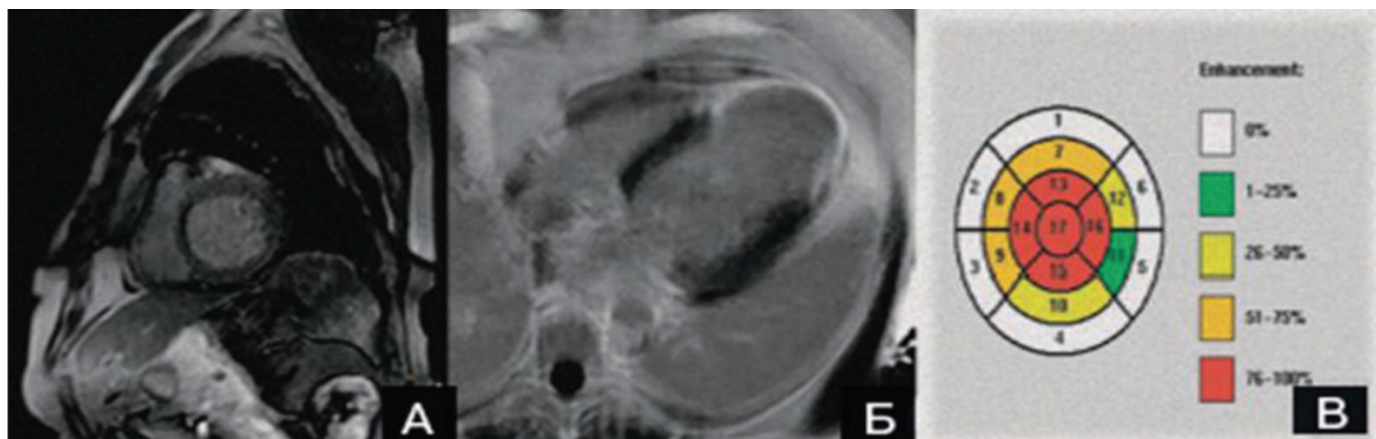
Томограма (МРТ з внутрішньовенним болюсним контрастуванням) пацієнта К., 62 роки. Субендокардіальні зони ішемії (А) і відстрочене накопичення контрастної речовини в середньо-верхівкових відділах ЛШ (Б, В).
